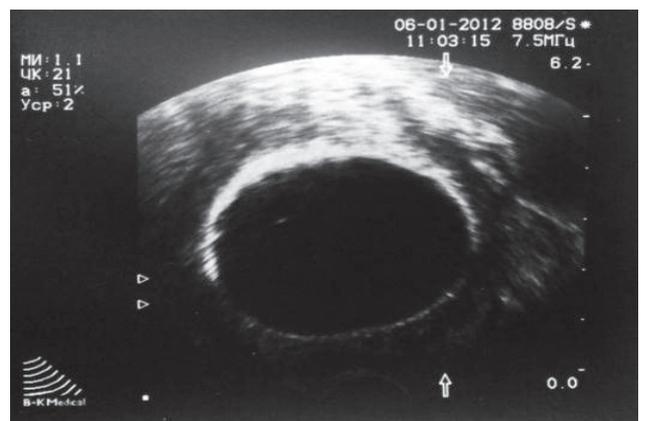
ТРУЗИ предстательной железы до операции. 1 этап исследования: оценка кровотока предстательной железы до операции
